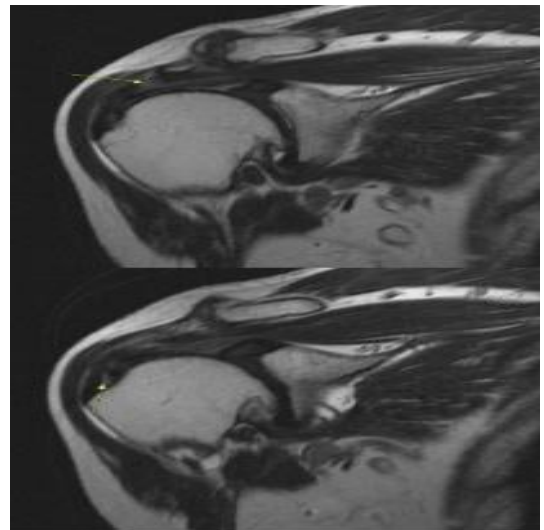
Rt.shoulder MRI of Case 2, 구OO.
